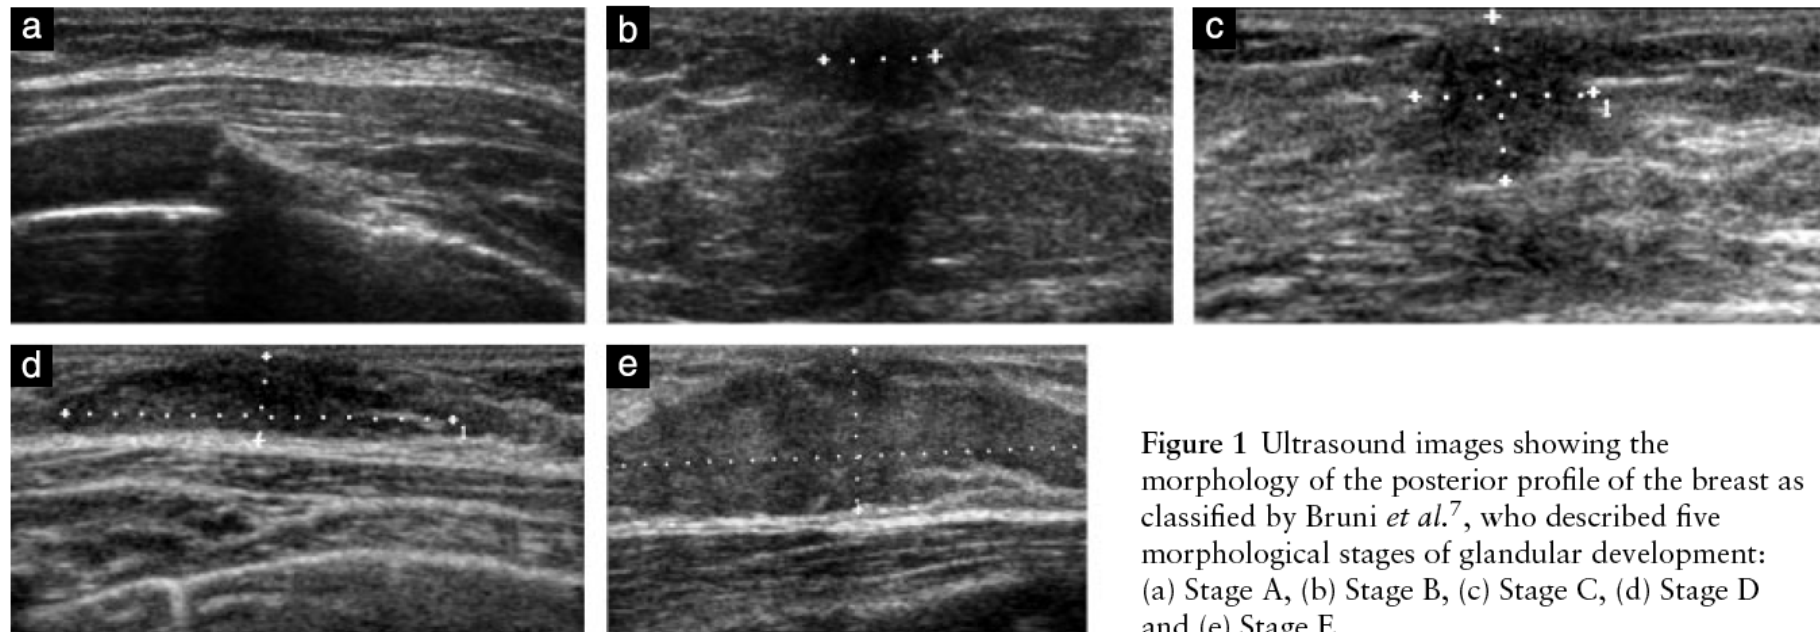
Ultrasound images showing the morphology of the posterior profile of the breast as classified by Bruni *et al.*⁷, who described five morphological stages of glandular development: (a) Stage A, (b) Stage B, (c) Stage C, (d) Stage D and (e) Stage E.
